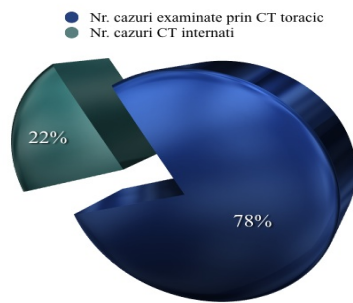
Repartiția cazurilor examinate CT în funcție de proveniența lor
